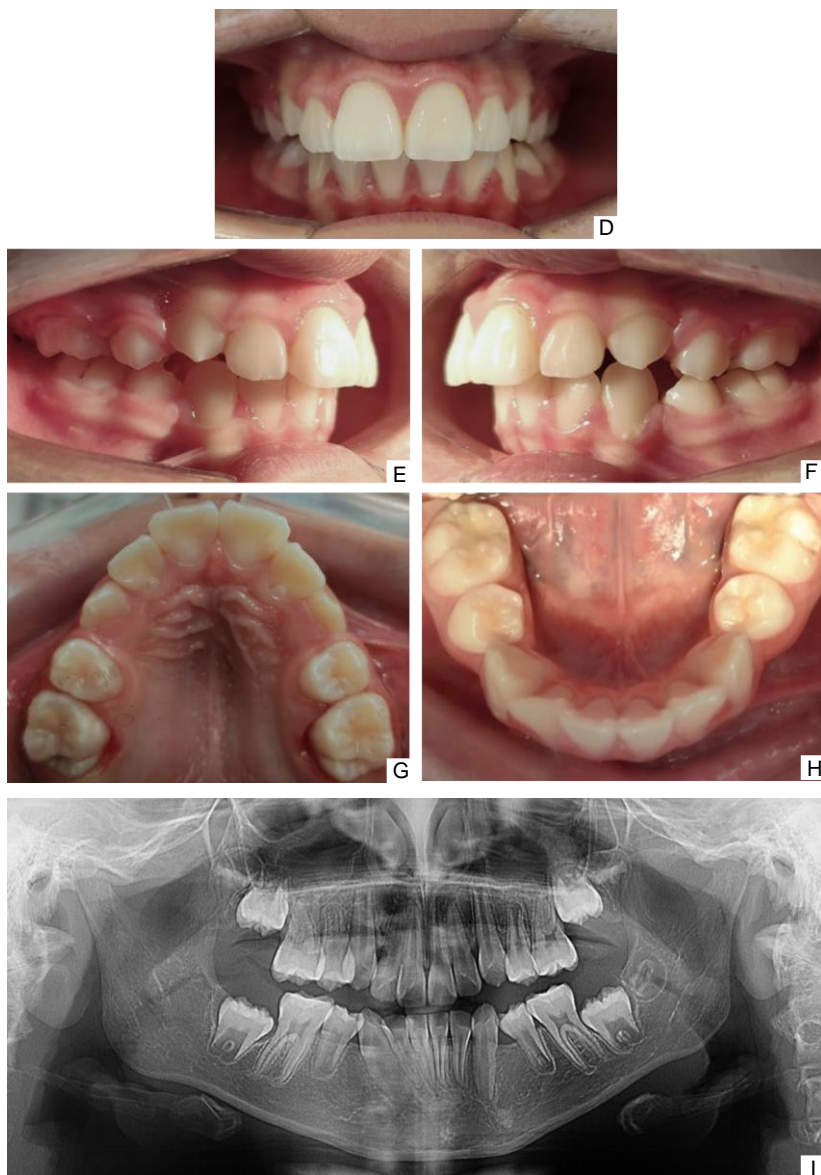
D-H - Fotografias intrabucais e radiografia panorâmica (I). Relação molar se manteve em Classe I e houve um suave desvio da linha média para esquerda, e o trespasse vertical horizontal apresenta-se levemente acentuado, sem prejudicar a face.
